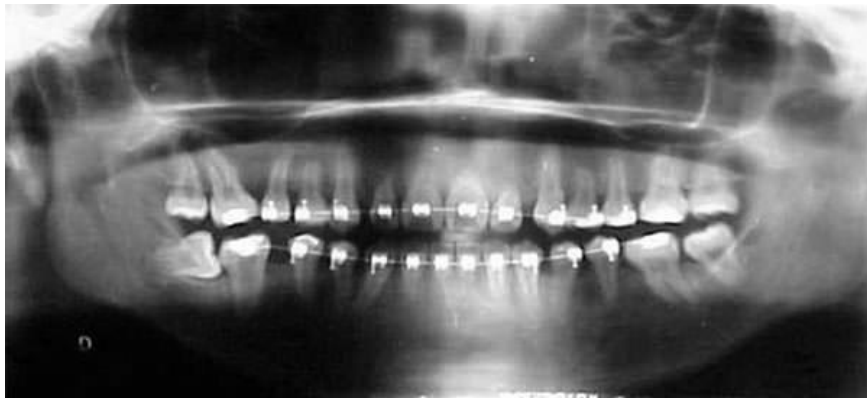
Ortopantomografía de progreso.
